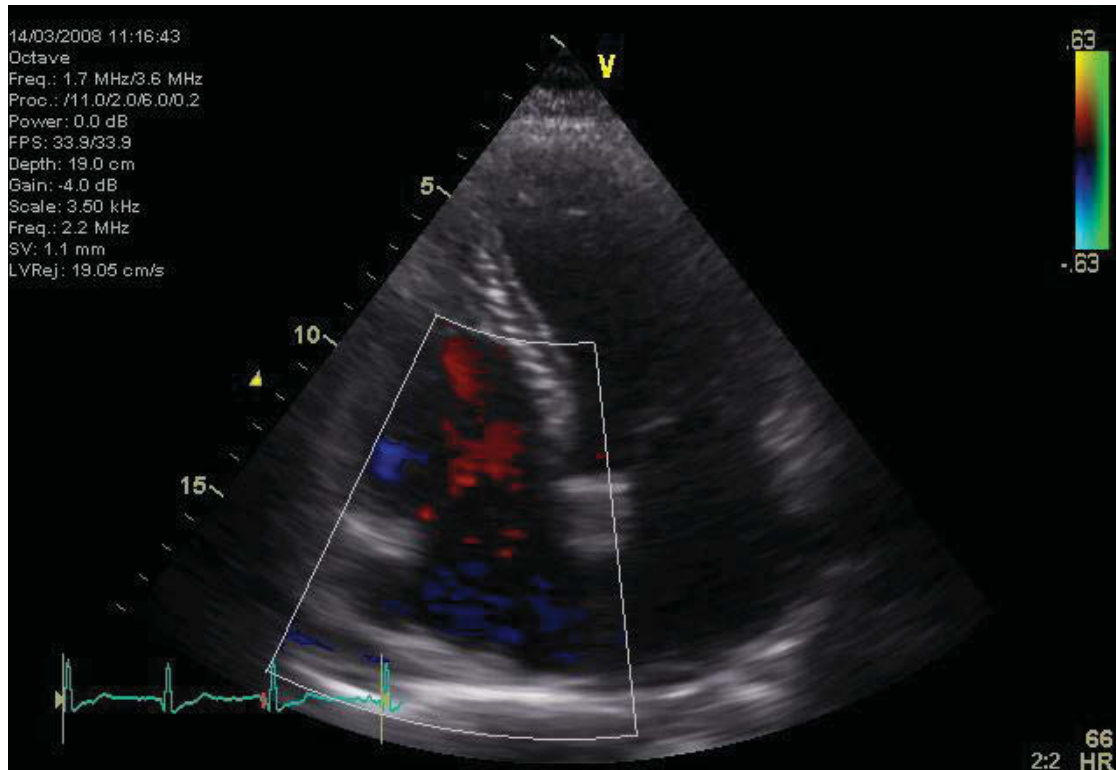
Farbdoppler über der Trikuspidalklappe
